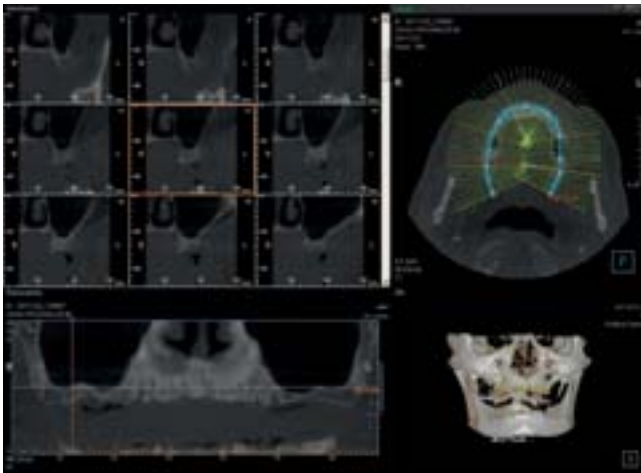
CT-Schnitte des zahnlosen Oberkiefers zur Bestimmung des verfügbaren Knochenvolumens.
